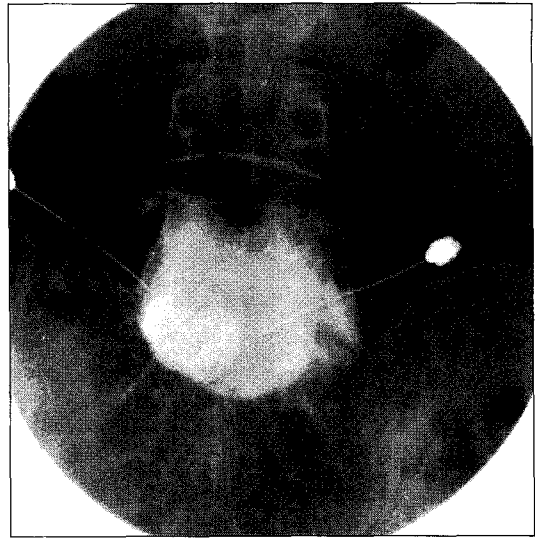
A-P view of fluoroscopic X-ray: bilateral approach. When the first needle tip located one sided or dye spreading was not even second needle was punctured at the other side.
